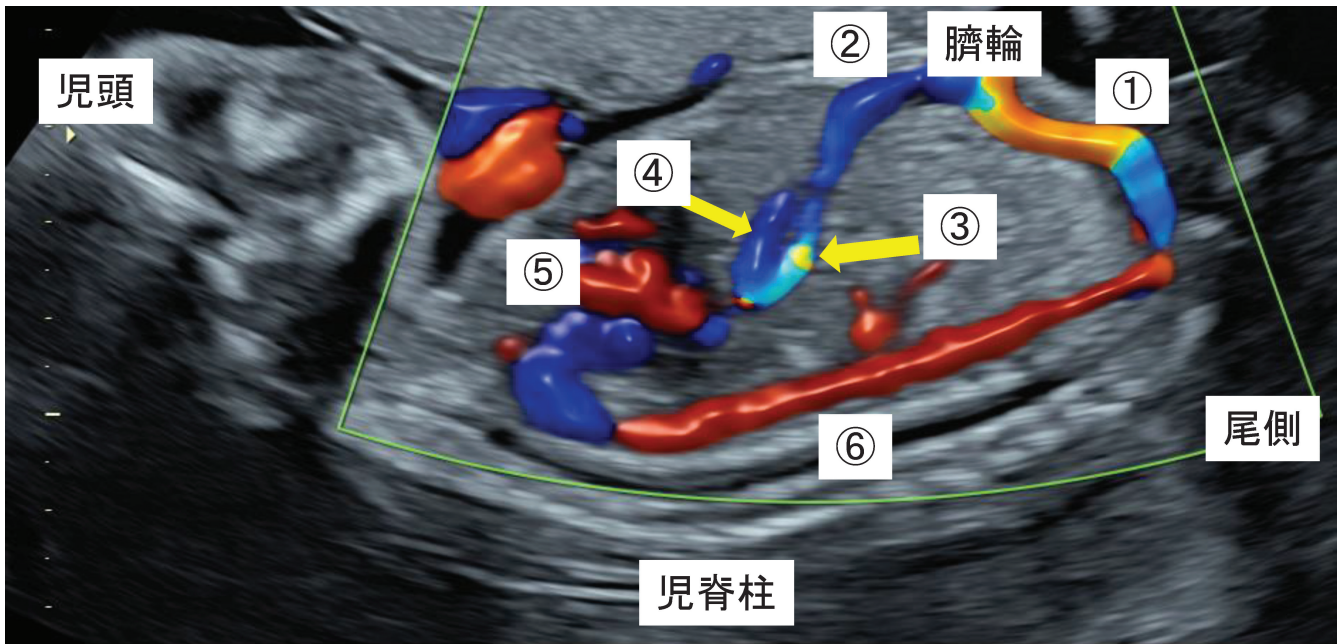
超音波検査による胎児循環を示す。①臍動脈（腹腔内）、②臍静脈（腹腔内）、③静脈管、④肝静脈、⑤心臓、⑥下降大動脈
